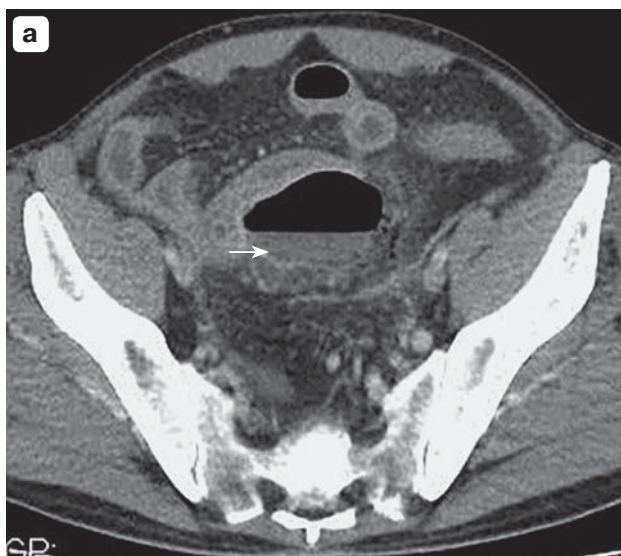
КТ живота и малого таза с болюсным КУ. а – аксиальный срез, отсроченная фаза КУ; б – фронтальная реформация, портальная фаза КУ. Абсцесс в полости малого таза, сдавливающий петлю тонкой кишки (тонкая стрелка), тонкокишечная непроходимость (толстые стрелки).
